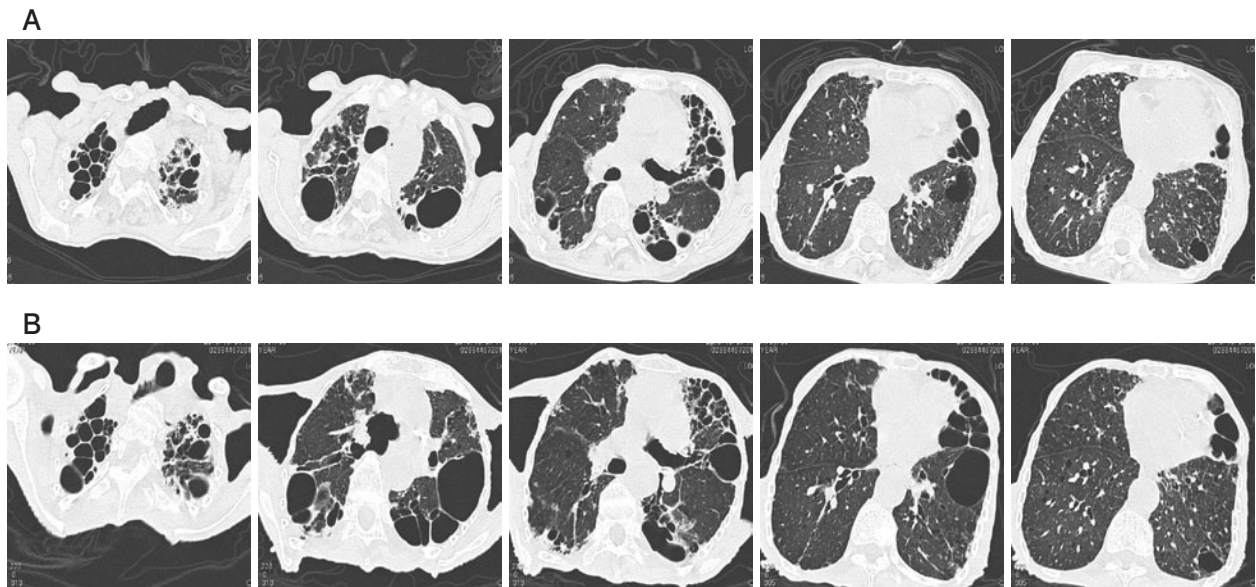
(A) Chest high-resolution computed tomography on the second admission in January 2010 shows various sizes of multiple cysts, especially in the bilateral upper lobe of the lung and centrilobular nodules and traction bronchiectasis in the bilateral lower lobe of the lung. These findings of cysts are the same size as on the first admission in August 2007. (B) Chest high-resolution computed tomography on admission in October 2010 shows that the number of cysts increased and that the sizes of the cysts are larger than those in January 2010.
